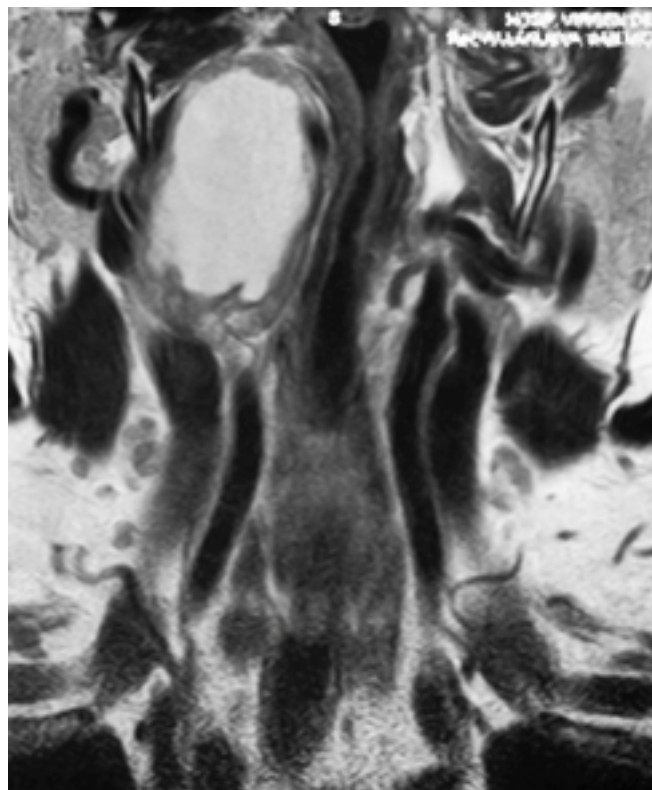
RMN cervical T2, corte coronal. Masa hiperintensa que desplaza a la vena yugular interna lateralmente y a la arteria carótida medialmente, situada entre ambas
